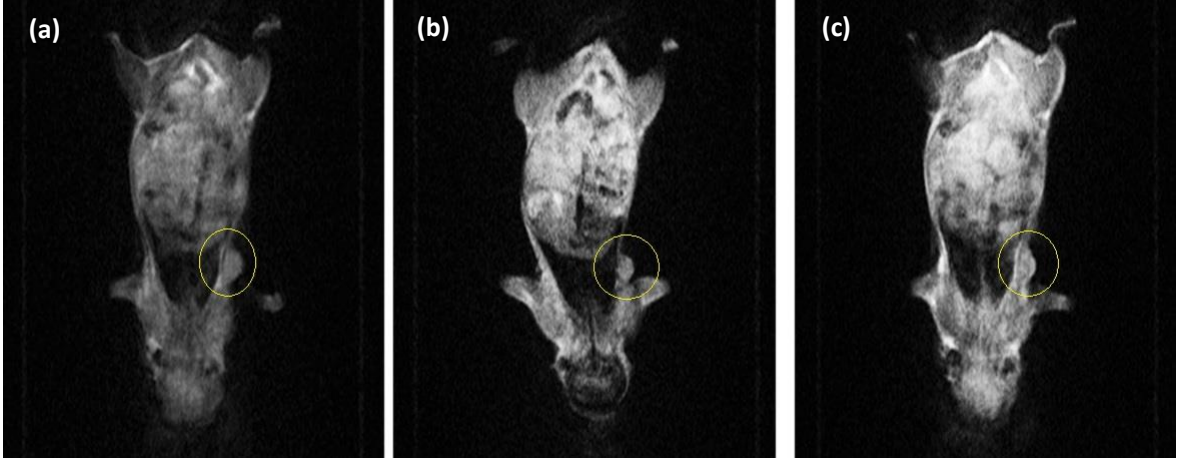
İntra tümör grubunun kontrol grubuna nanopartikül enjekte edildikten sonra MRI görüntüsü a) Enjekteden hemen önce b) Enjekteden 2 saat sonra c) Enjekteden 4 saat sonra d) Enjekteden 8 saat sonra e) Enjekteden 12 saat sonra f) Enjekteden 24 saat sonra
